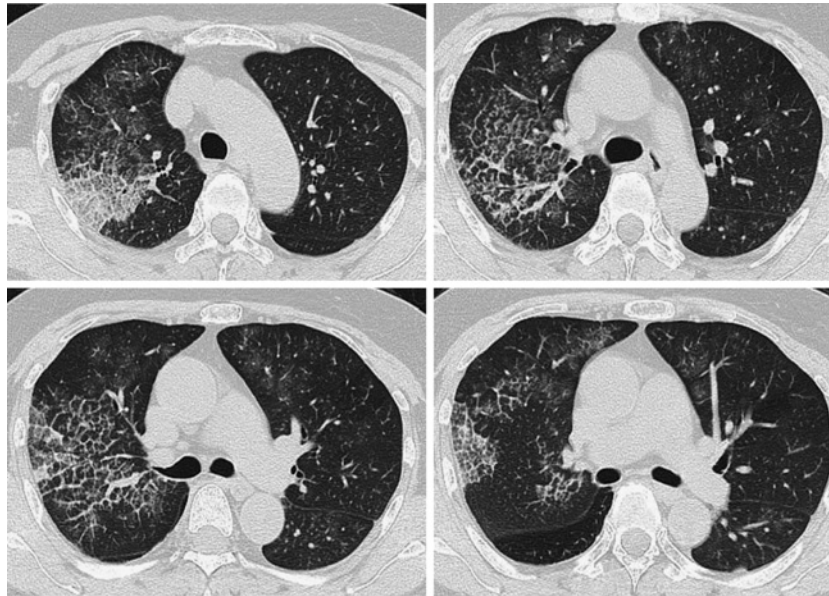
Chest CT showing ground-glass opacities in the right upper lung field.
